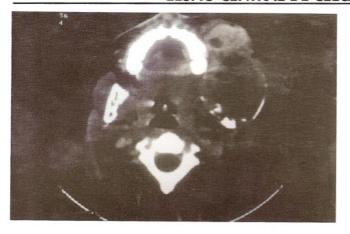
Tomografia computadorizada evidenciando extensa lesão no corpo mandibular do lado esquerdo.
